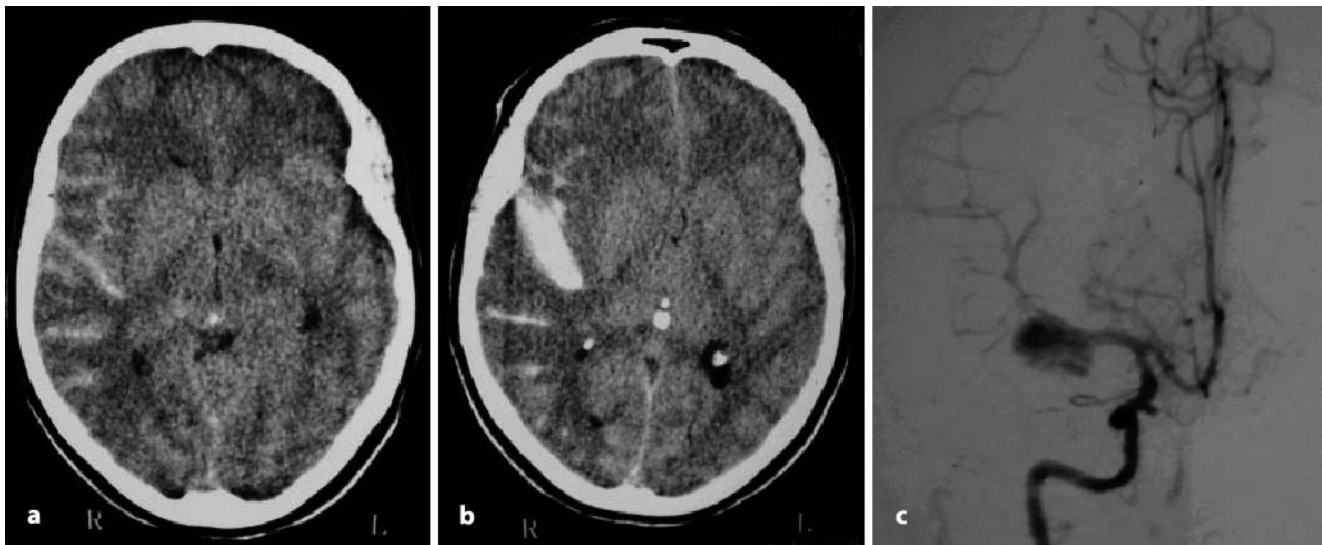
c ▲ 32-jähriger Patient mit plötzlich einsetzendem Vernichtungskopfschmerz, sonst keine neurologischen Defizite. Im CT zeigen sich eine Hyperdensität in der Silvischen Fissur links sowie eine allgemeine Hirnvolumenvermehrung (a). Im Kontroll-CT nach klinischer Verschlechterung ist eine Nachblutung zu erkennen (b). In der daraufhin durchgeführten DSA ist ein Aneurysma in der Mediabifurkation links zu erkennen (c)
